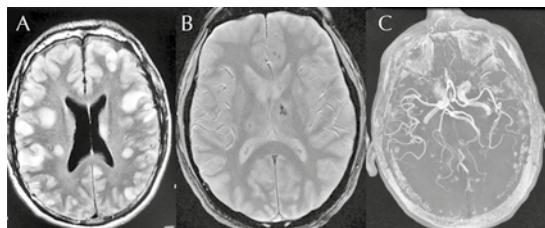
Resonancia magnética. A. FLAIR que muestra múltiples lesiones redondas cortico-subcorticales con edema. B. Secuencia ecogradiente donde se observa sangrado en ambos tálamos de predominio izquierdo. C. Angiorresonancia magnética 3DTOF donde no se observan datos de oclusión vascular ni de vasculitis.
